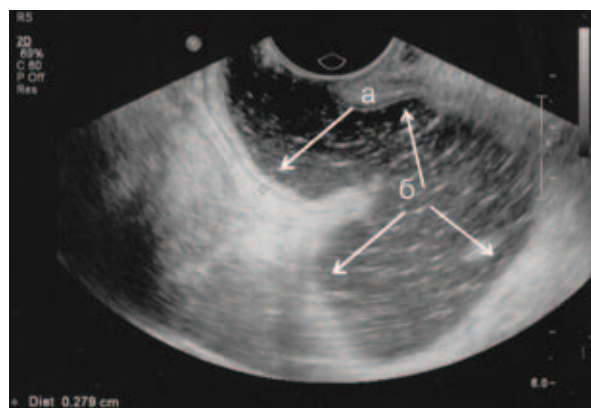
ТРУЗИ. Кишечная стенка и нижнеампулярный отдел в норме. а – кишечная стенка в норме; б – средне- и верхнеампулярный отдел, заполненный жидкостью
